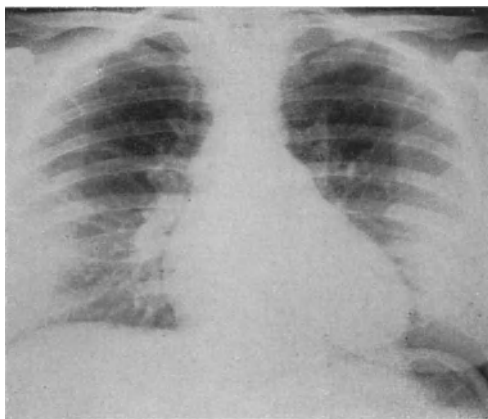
Röntgenaufnahme einer 22jährigen Patientin, die vor 2 Jahren an Basedow erkrankte. Sie zeigt ein quergelagertes, vergrößertes Herz mit sehr charakteristischer Vorwölbung des Pulmonal Bogens. Geräusche waren nicht zu vernehmen.
